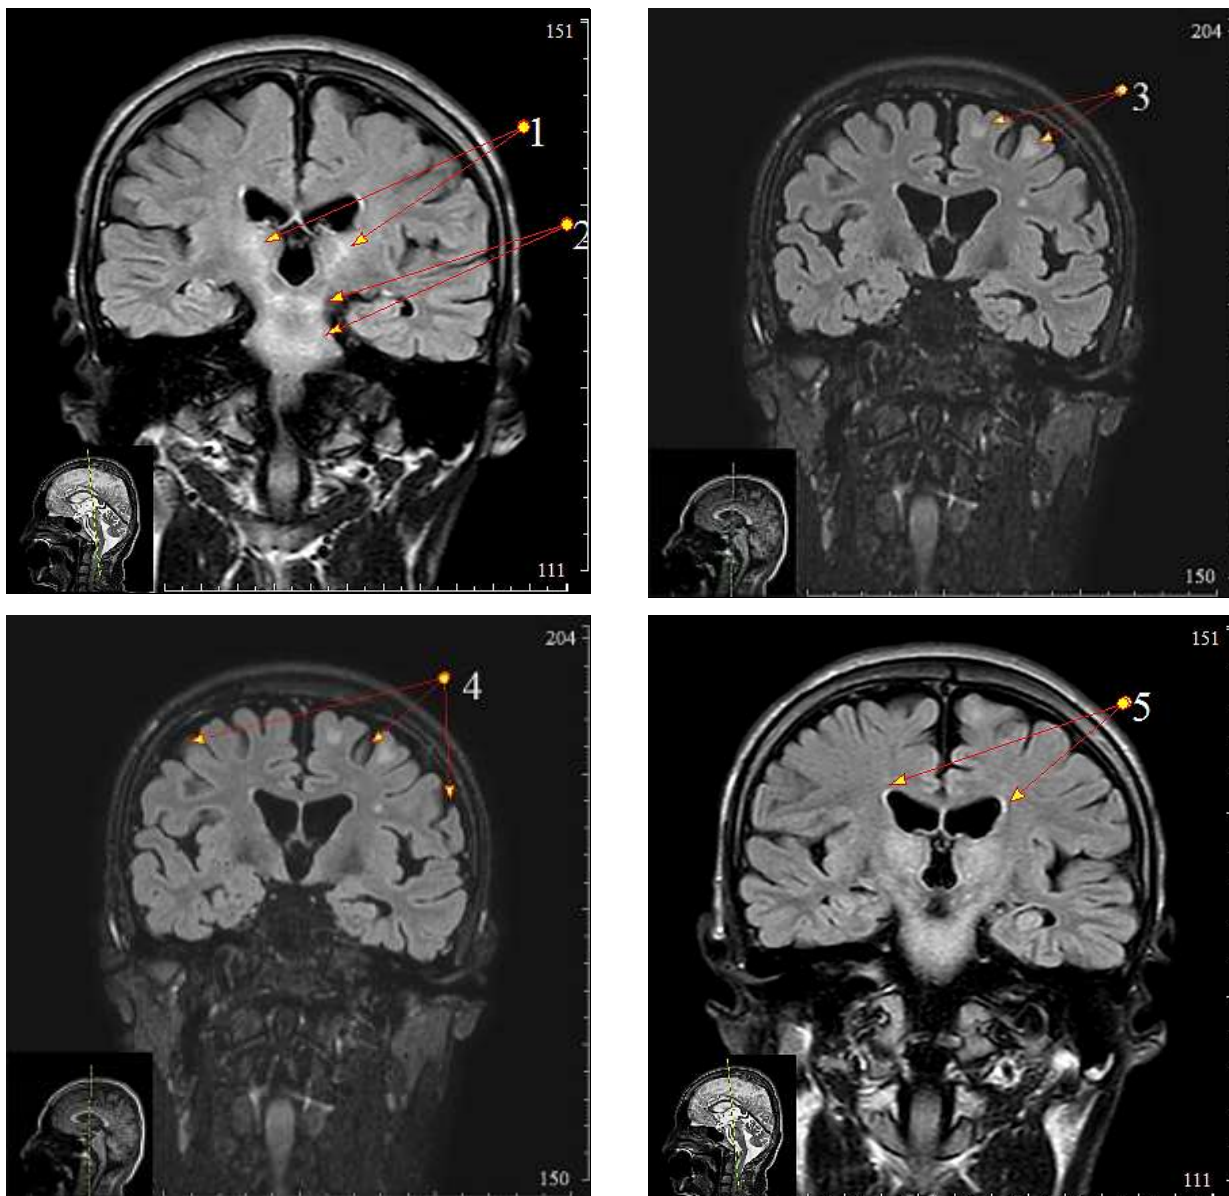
МРТ головного мозга у пациента N 28 лет с болезнью Вильсона-Коновалова в режимах FLAIR, T2, T1 и диффузно-взвешенных изображениях (DWI), в аксиальной коронарной и сагитальной плоскостях: 1 — патологические очаги на уровне таламуса. 2 — патологические усиление интенсивности сигналов в T2W, FLAIR режимах на уровне ножки мозга и моста. 3 — патологические очаги в лобной доле правого полушария. 4 — Расширение и углубление кортикальных борозд. 5 — перивентрикулярные мелкие очаги
